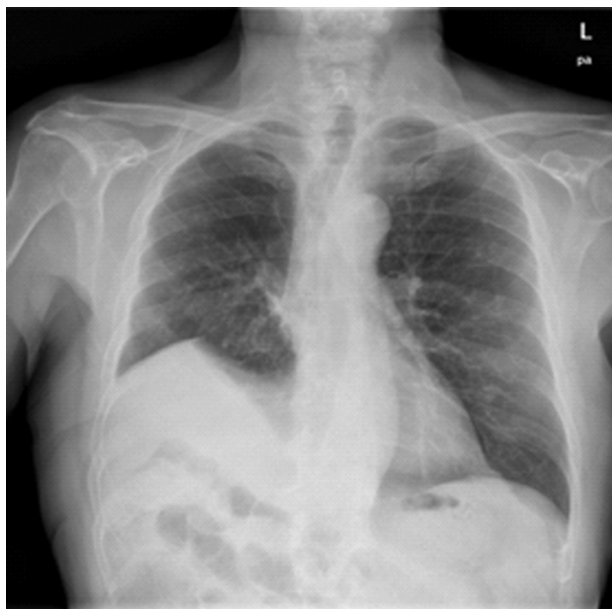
Radiografía de tórax que muestra pérdida de volumen en el lóbulo superior derecho, atelectasia residual del lóbulo medio y elevación del hemidiafragma derecho.
